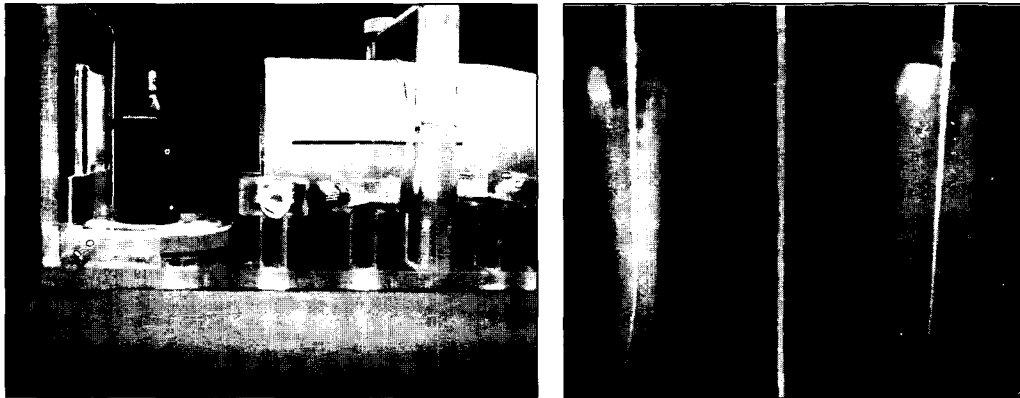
The device for taking a standard radiograph and a standard radiograph at different position of same tooth
